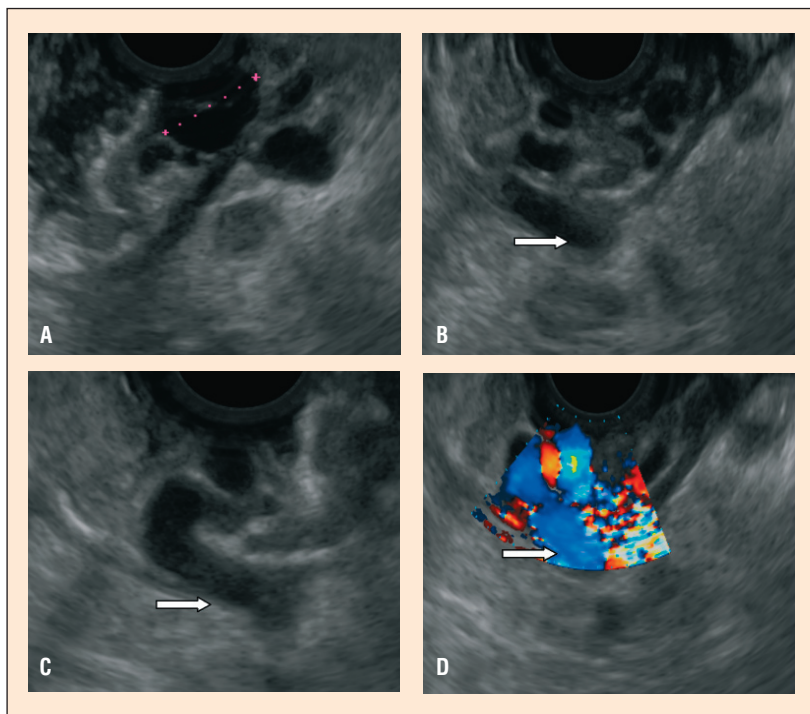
Obraz ultrasonografii endoskopowej przełyku: widoczne są żyłki głębokie przełyku — naczynia przyprzełykowe i okołoprzełykowe (strzałki). Ściana przełyku jest prawidłowa, bez cech żyłaków podśluzówkowych (powierzchnowych)
